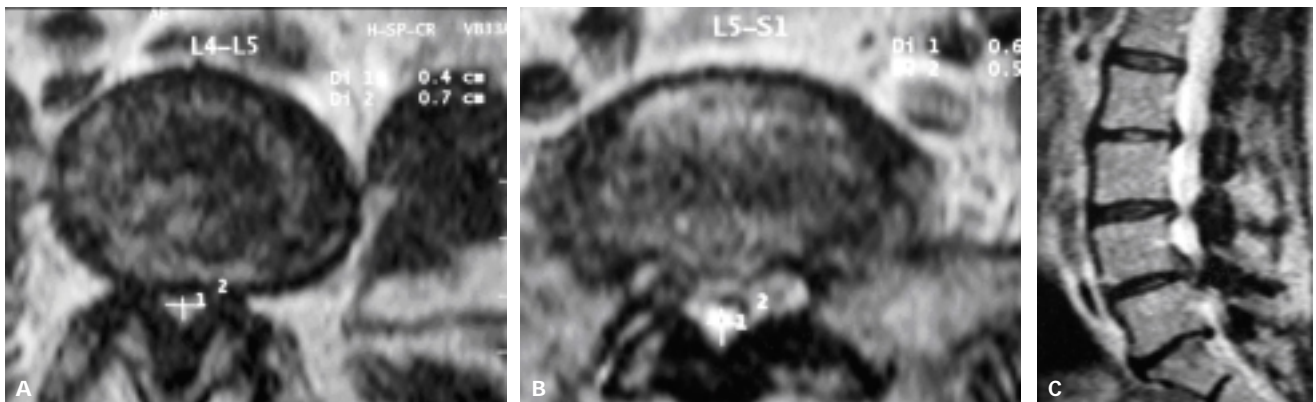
Imágenes de resonancia magnética de columna lumbar. (A y B) A nivel de los espacios L4-L5 y L5-S1 se aprecia una estenosis severa del saco dural 0.4 x 0.7 cm y 0.6 x 0.5 cm, respectivamente. (C) Corte sagital apreciándose la estenosis del saco dural desde L2-L3 hasta L5-S1.
